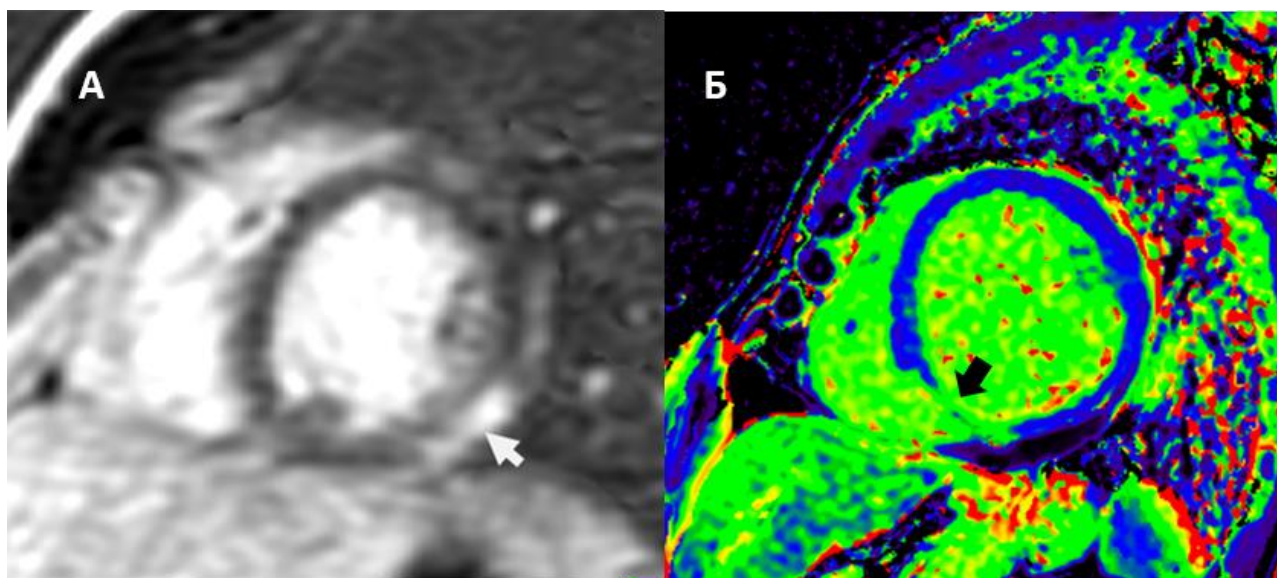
МРТ сердца. 2-х камерная плоскость сердца по короткой оси. А) МРТ с применением гадолинийсодержащего контрастного препарата. В отсроченные фазы определяется участок субэпикардального накопления контрастного вещества по задне-перегородочному сегменту (указано стрелкой). Б) Карта для расчета внеклеточного объема (ECV). Диффузный фиброз задне-перегородочного сегмента (указано стрелкой).
